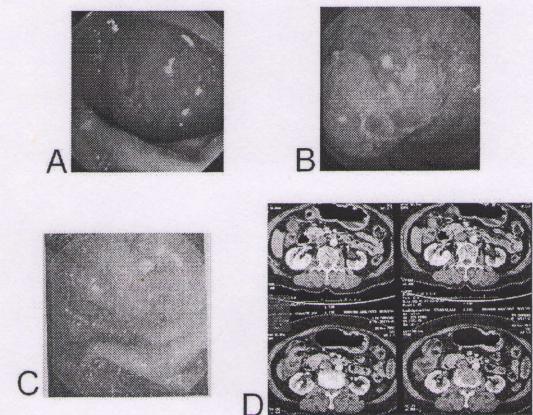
Periamppullary Tumor A., B., C. ภาพถ่ายจาก Endoscope แสดงให้เห็นว่าไม่สามารถที่จะใส่ biliary stent ได้ D. CT scan พบร่วมการอุดตันของ CBD, pancreatic duct และ duodenum
